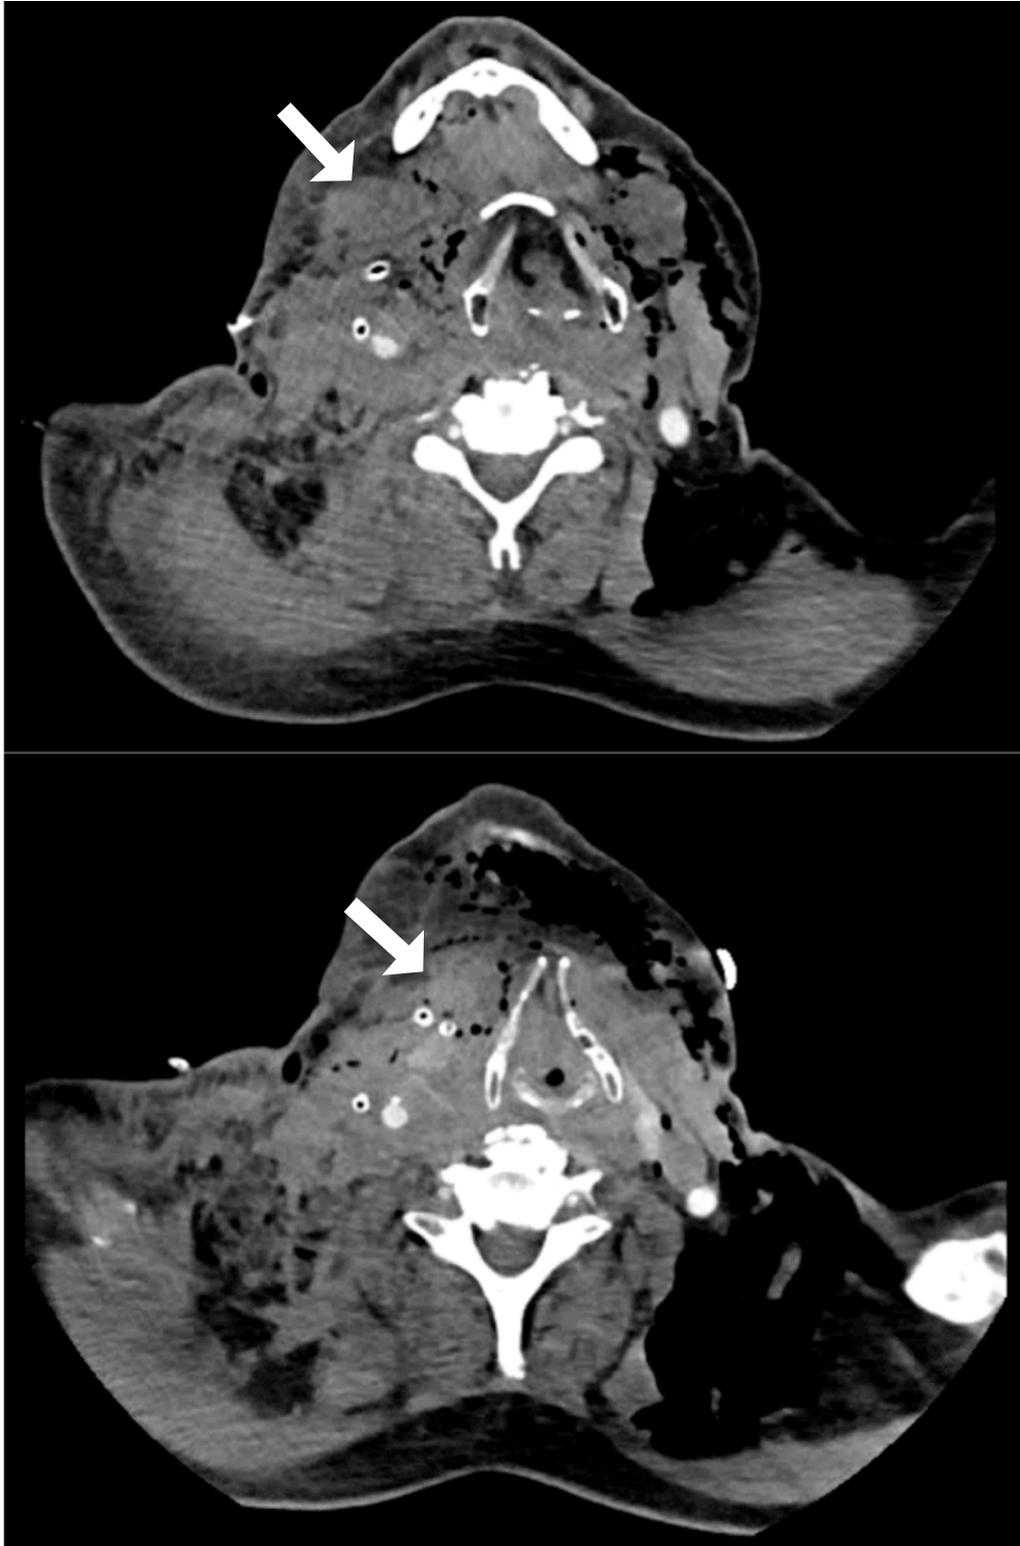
Computertomografische axiale Darstellung pathologischer Veränderungen in Patient Nr. 9 vom ersten postoperativen Tag.
